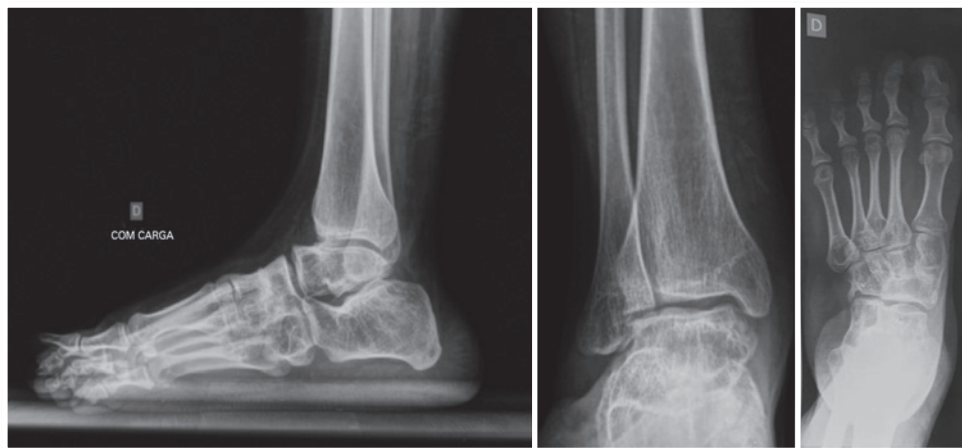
Radiografia ap e perfil do tornozelo Evidenciando bico talar superior, esclerose do osso subcondral da articulação de chopart e subtalar. Irregularidade e achatamento do domo talar (centro). Anquilose das articulações navicular-cunhas e diminuição do ângulo de kite
